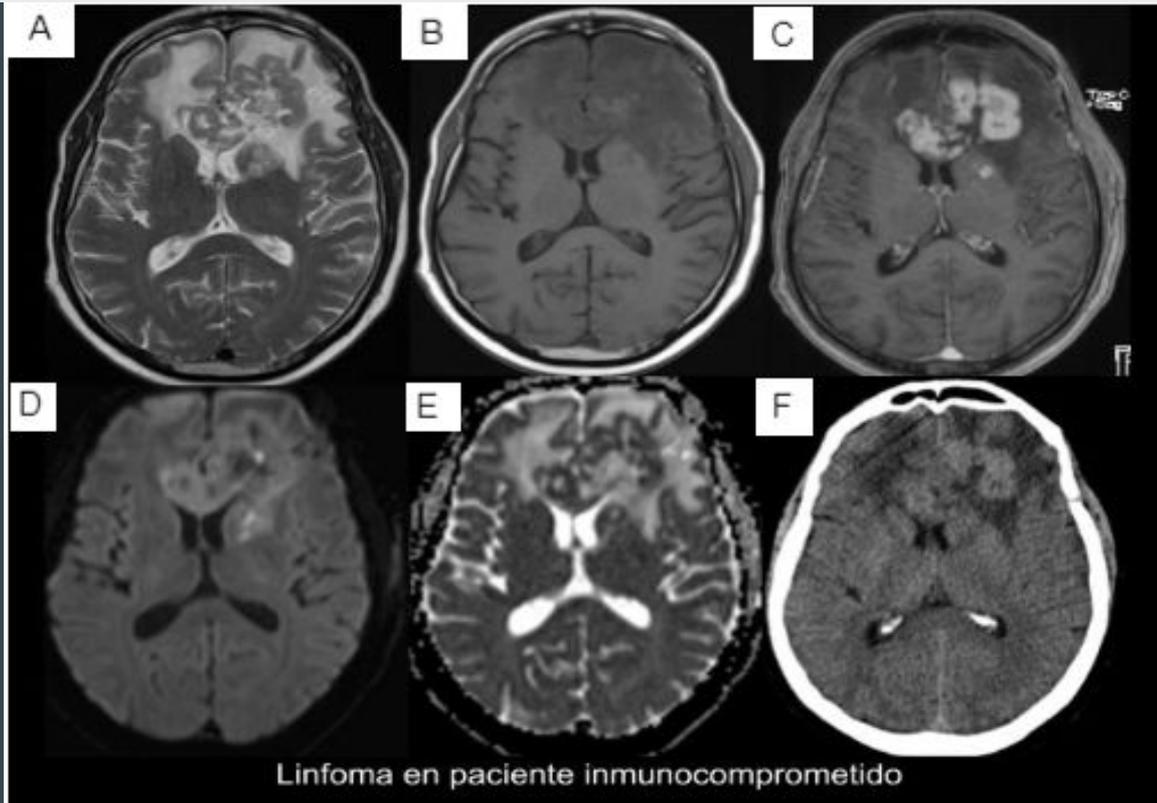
RMN de cerebro con contraste A) T2: lesión expansiva/infiltrante multicéntrica con baja señal centrada a nivel de la rodilla del cuerpo caloso, con extensión frontal bilateral a predominio izquierdo, y estriato capsular anterior izquierda. B) T1 sin contraste. escasos focos hiperintensos, en probable relación a restos hemáticos en la región frontal anterior izquierda C) T1 con contraste EV: intenso refuerzo multicéntrico de la lesión centrada a nivel del cuerpo caloso, con comriso frontal basal bilateral y frontal dorsal bihemisférico, con mayor afectación a nivel frontal izquierdo. D,E) Difusión/ADC: focos de restricción sugestivos de alta celularidad. F) TCMS de cerebro sin contraste: la lesión se observan ligeramente hipedensa y con márgenes mal delimitados, asociada con edema.
